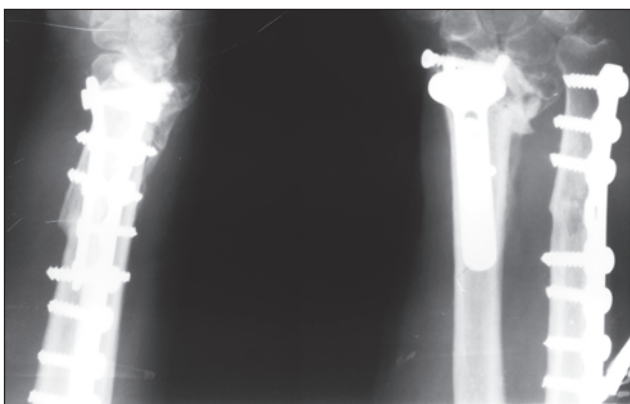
Фотовідбиток рентгенограми хворого М.: невправлені відламки, стабілізовані LCP-пластиною, призвели до розвитку артрозу
